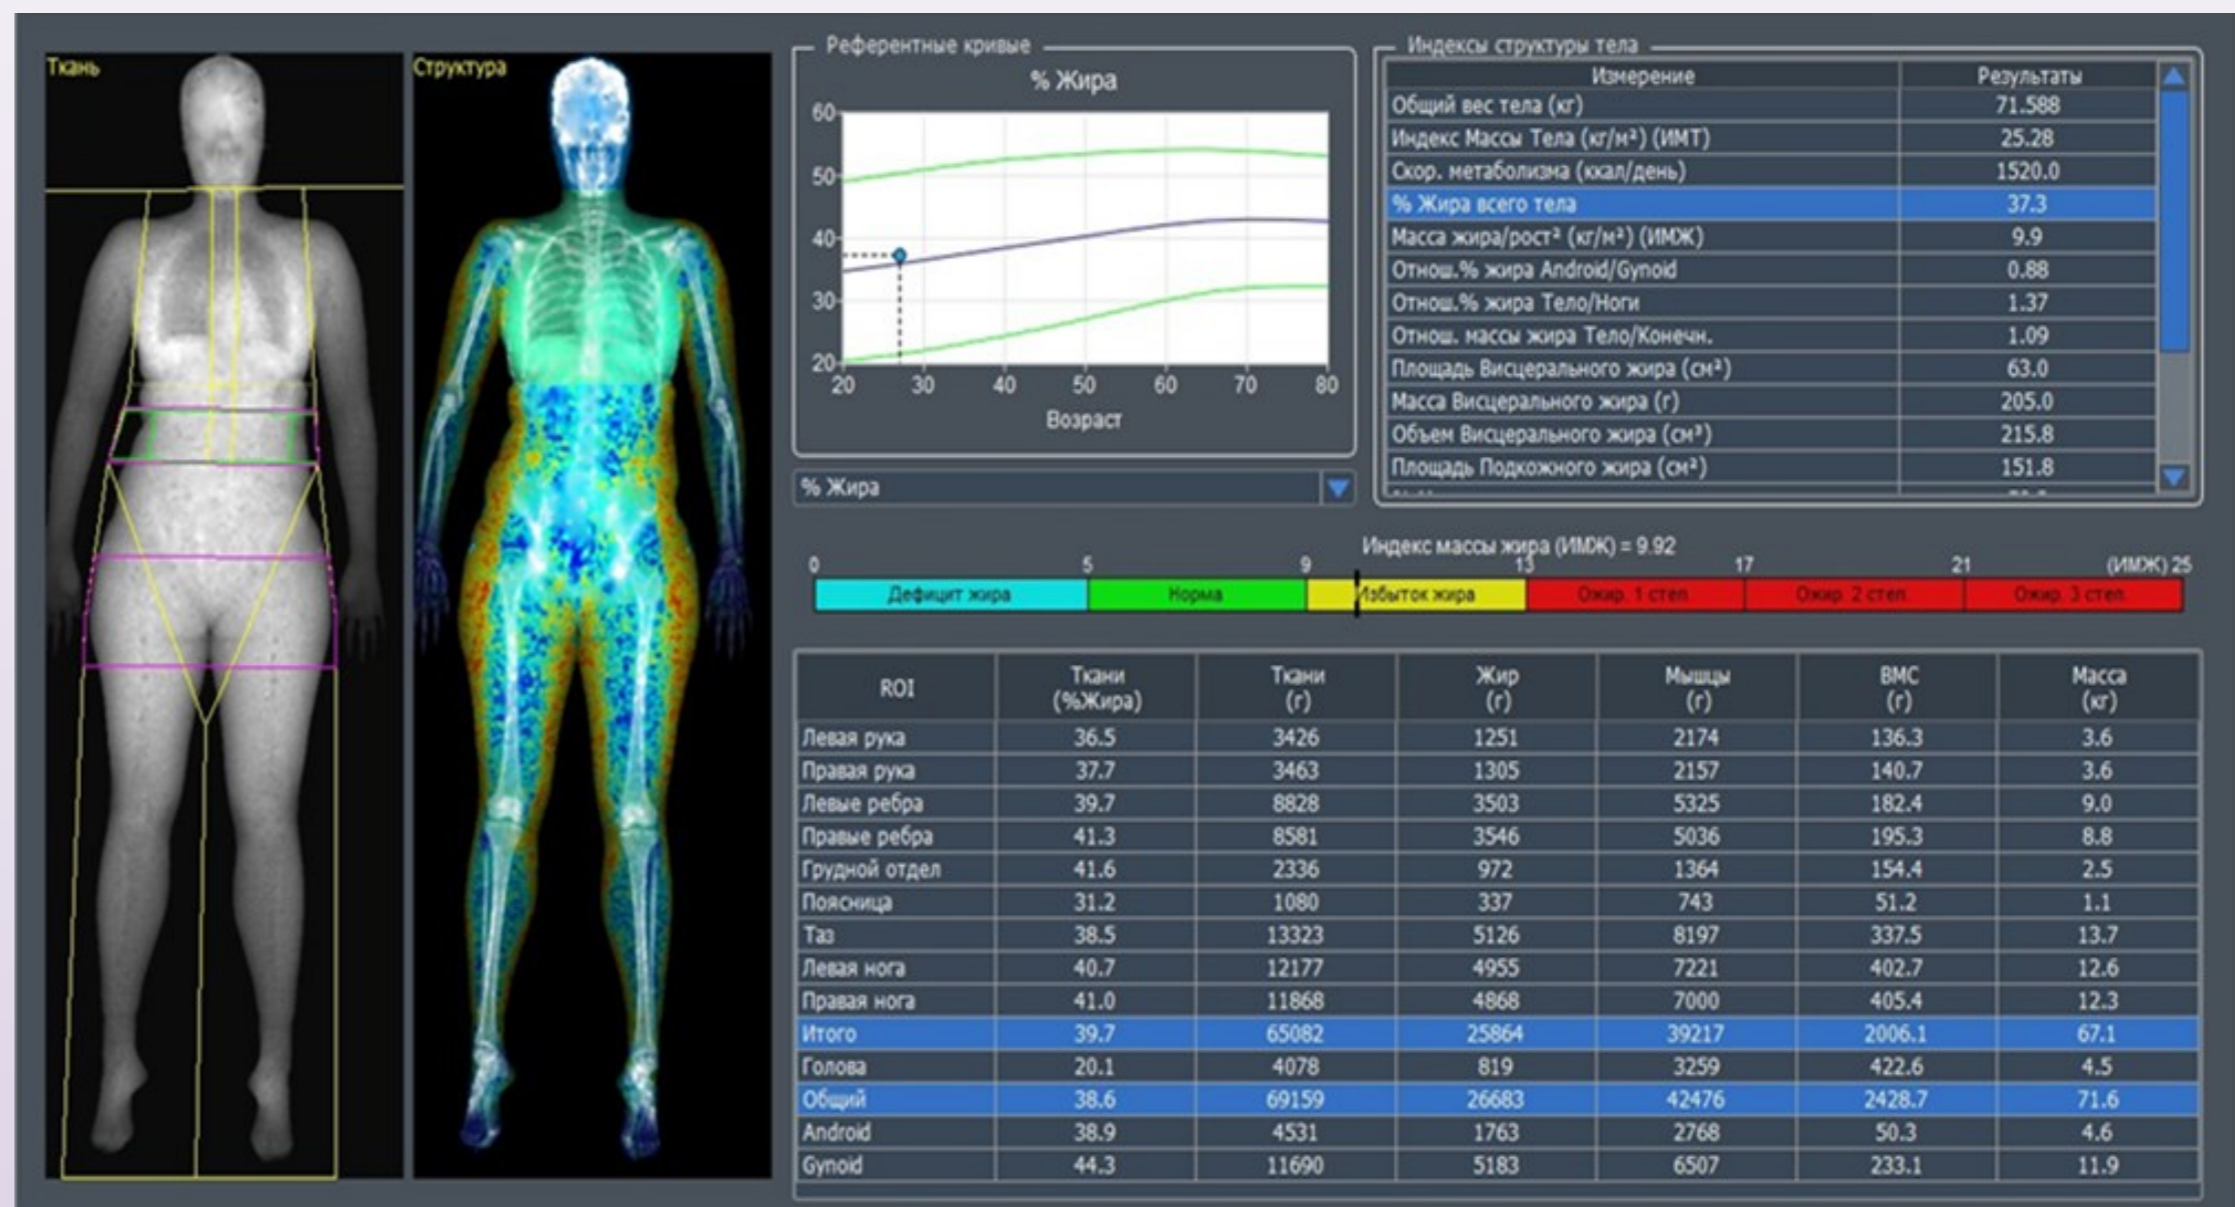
Двух-энергетическая рентгеновская абсорбциометрия в режиме «Все тело», общий вид окна исследования.
